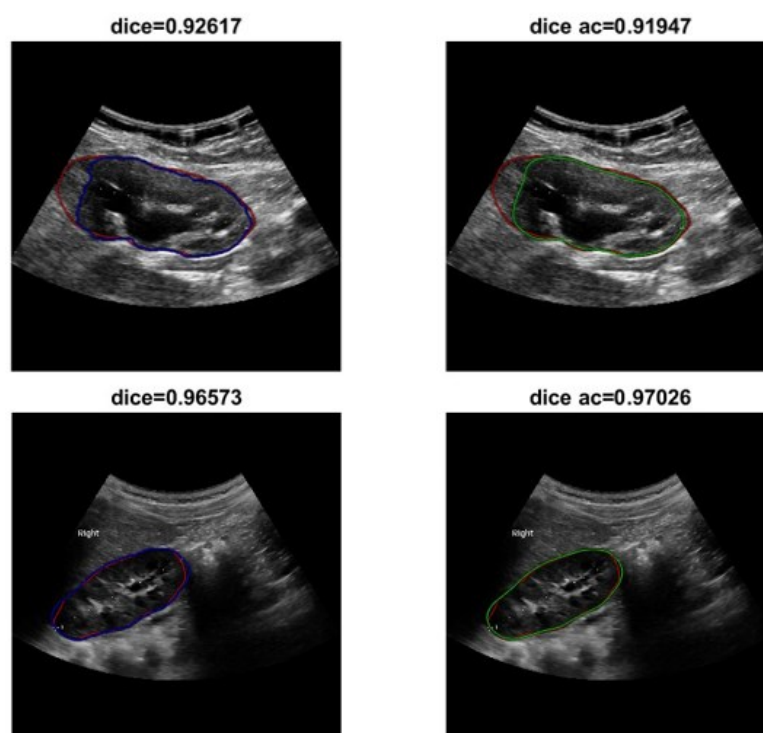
Esempi di ecografie di reni pediatrici nel caso di sonda Esaote immagine 003 (sopra) e Samsung immagine 0038 (sotto). In ciascuna immagine in rosso è riportata la segmentazione manuale, in blu il risultato ottenuto applicandol'U-Net, in verde la regolarizzazione con i contorni attivi. Sono riportati anche i coefficienti di Sørensen–Dice associati.
